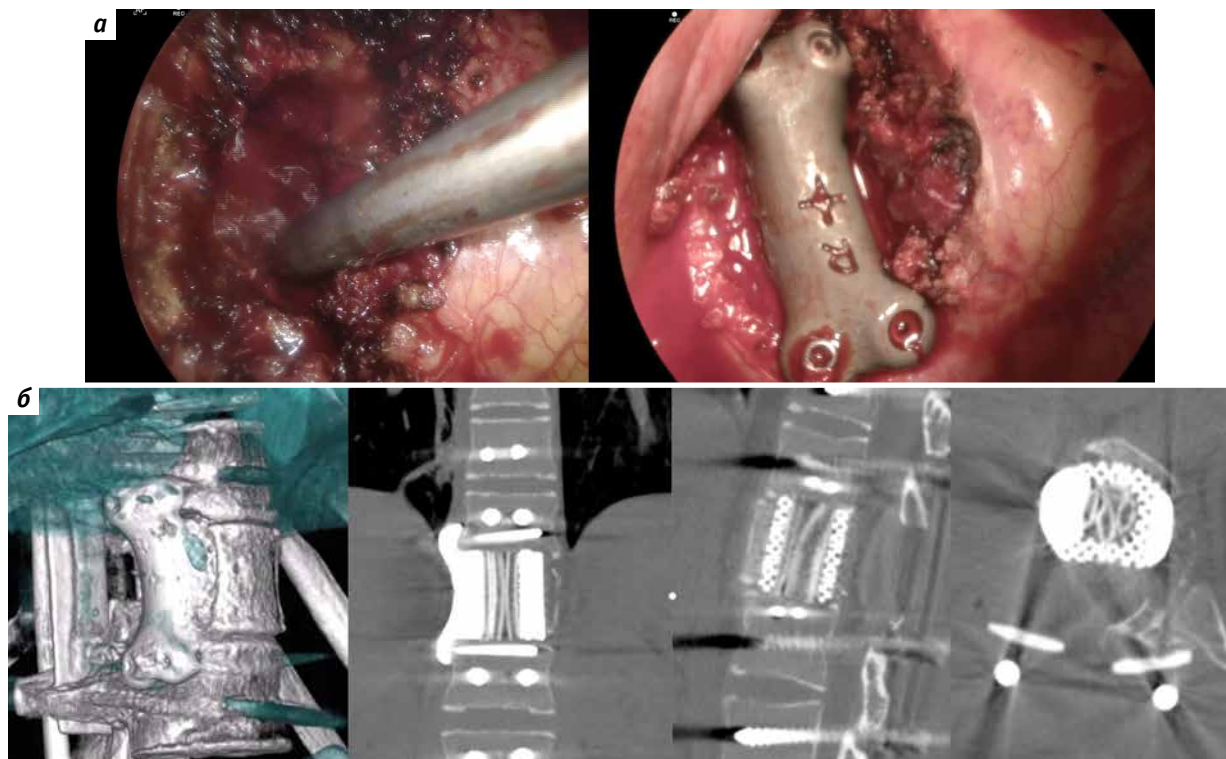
Второй этап хирургического вмешательства: а – интраоперационная картина положения имплантата после установки протеза; б – компьютерная томография после операции. Положение протеза и блокируемых винтов правильное, отмечается полный контакт имплантата и аутокости со смежными позвонками
